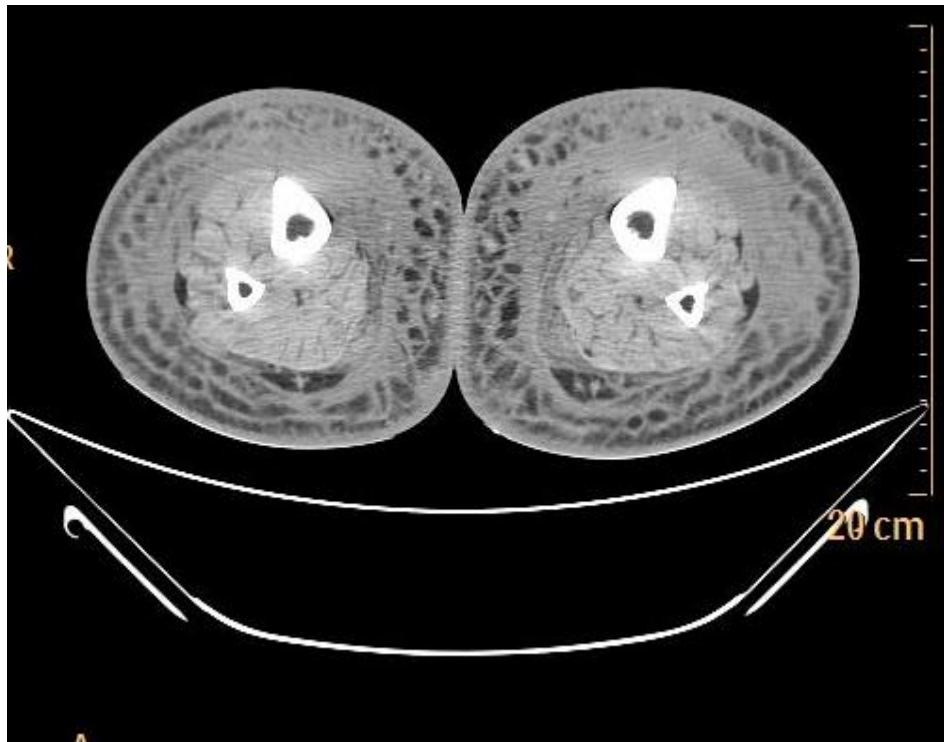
Компьютерная томография, поперечный срез нижних конечностей пациента Д., 56 лет с III стадией вторичной лимфедемы. Определяется выраженное утолщение кожи, подкожного пространства, выраженный фиброз кожи, подкожно-жировой ткани, фасций.
